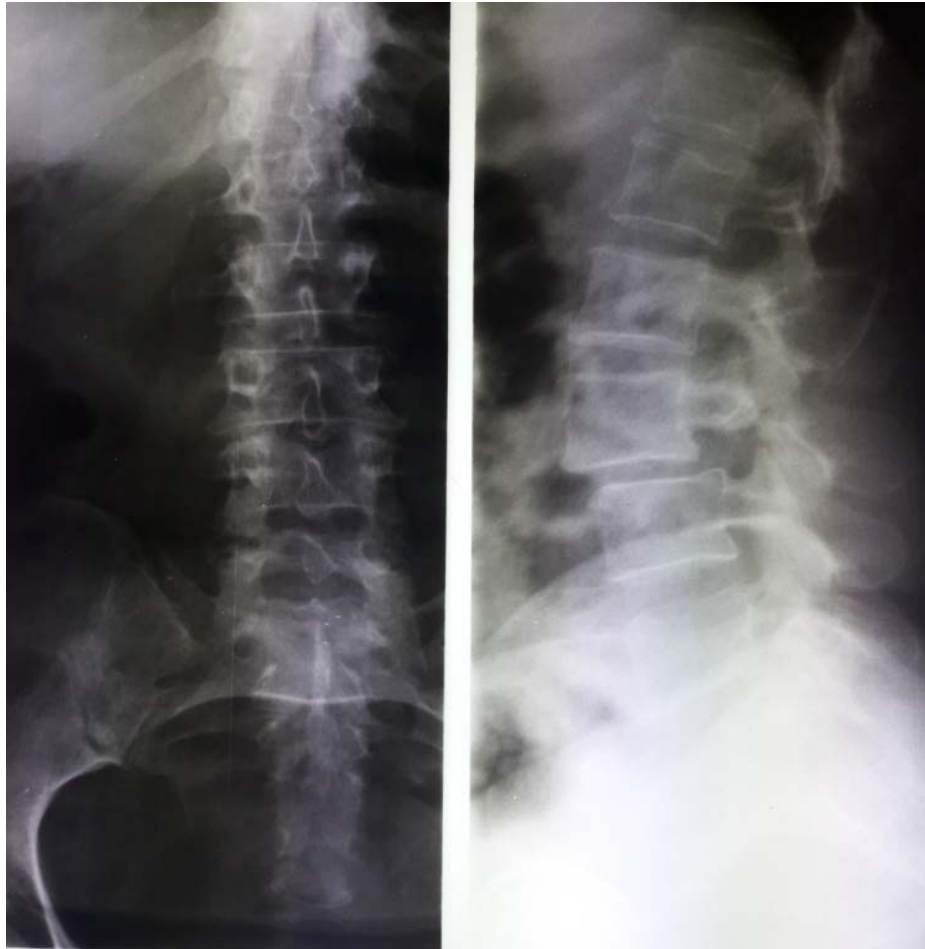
Radiographie de face et de profil montrant un spondylolisthésis L3L4 grade I
